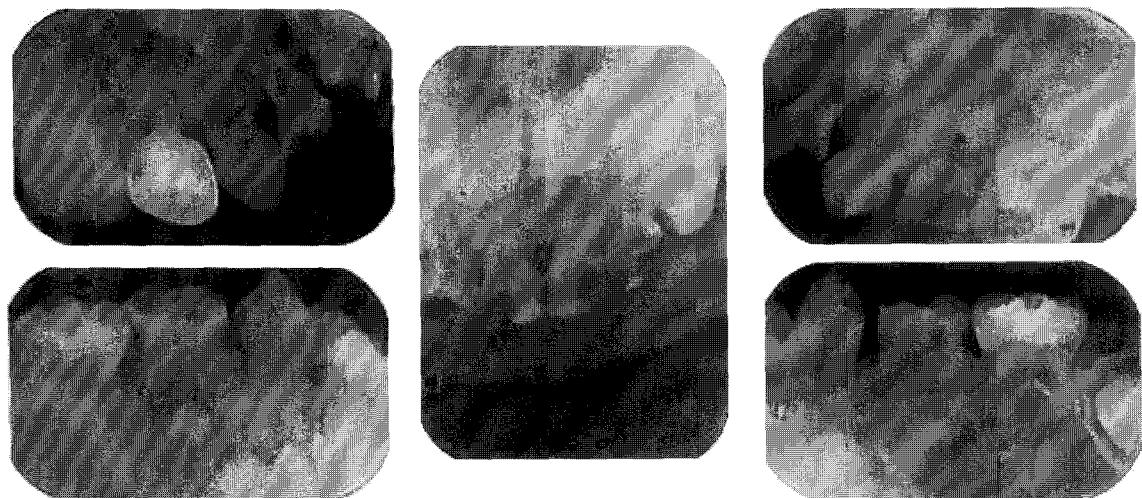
The periapical view before Tx
